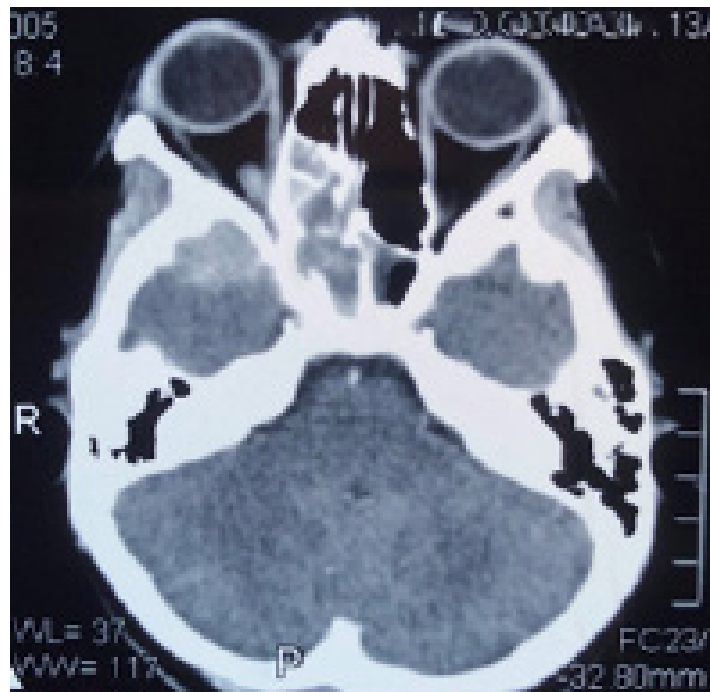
a y b: TC órbita, corte sagital: celdillas etmoidales y esfenoidal.
